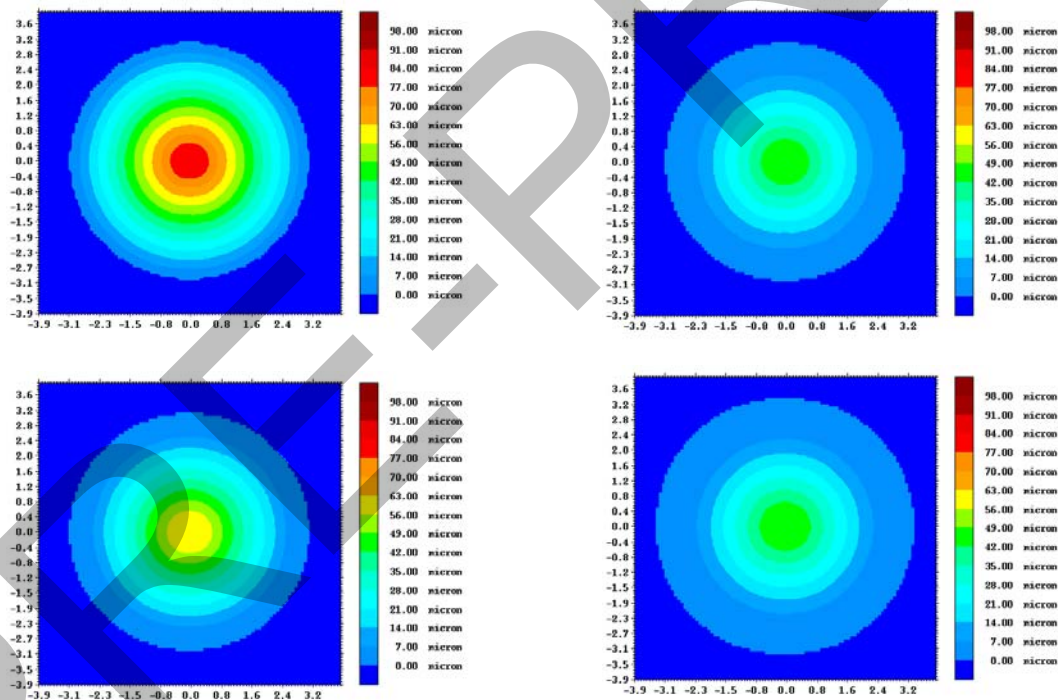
Tomografie predittive nelle quattro strategie.
